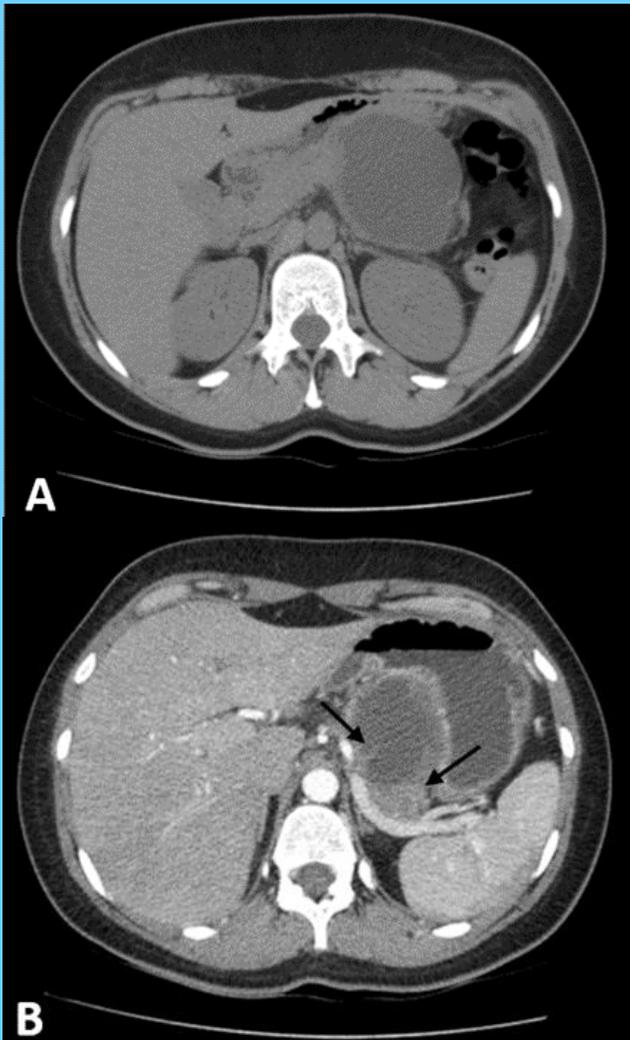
Tomografía de abdomen y pelvis con doble contraste. (A) hacia cuerpo y cola de páncreas lesión circunscrita, aspecto quístico (fase simple). (B) Captación de contraste en fase arterial con realce de los márgenes y septos de la lesión (flechas).
